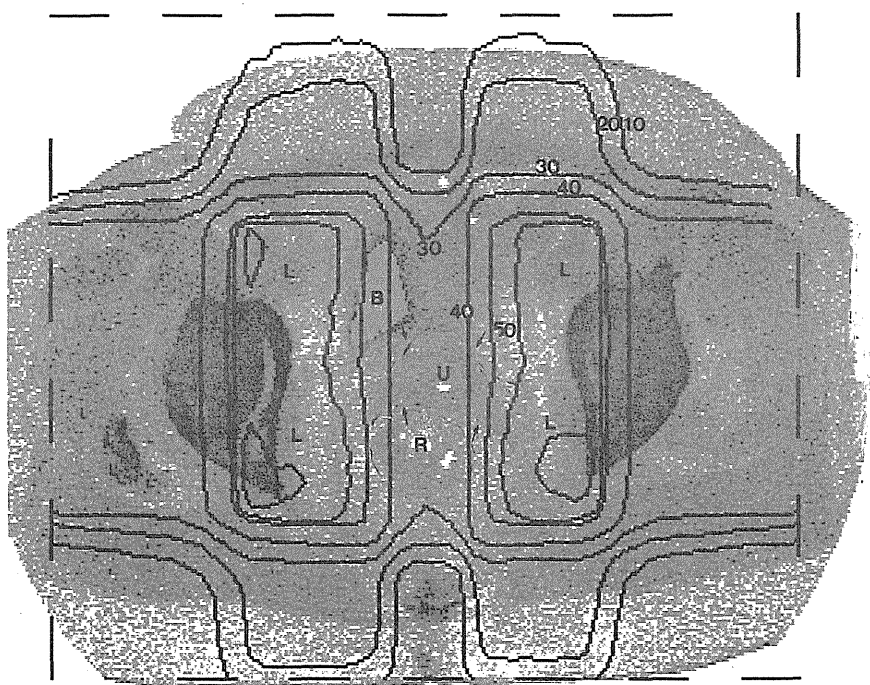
X線箱型4門照射 (XBO 50-30) の線量分布
